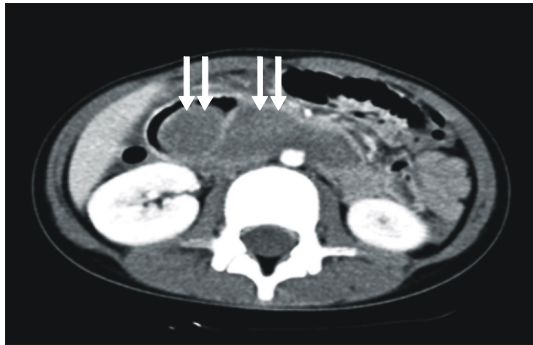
Contrast-enhanced abdominal CT scan shows a large non-enhancing intramural hematoma with marked luminal narrowing at the third portion of the duodenum (arrows).
